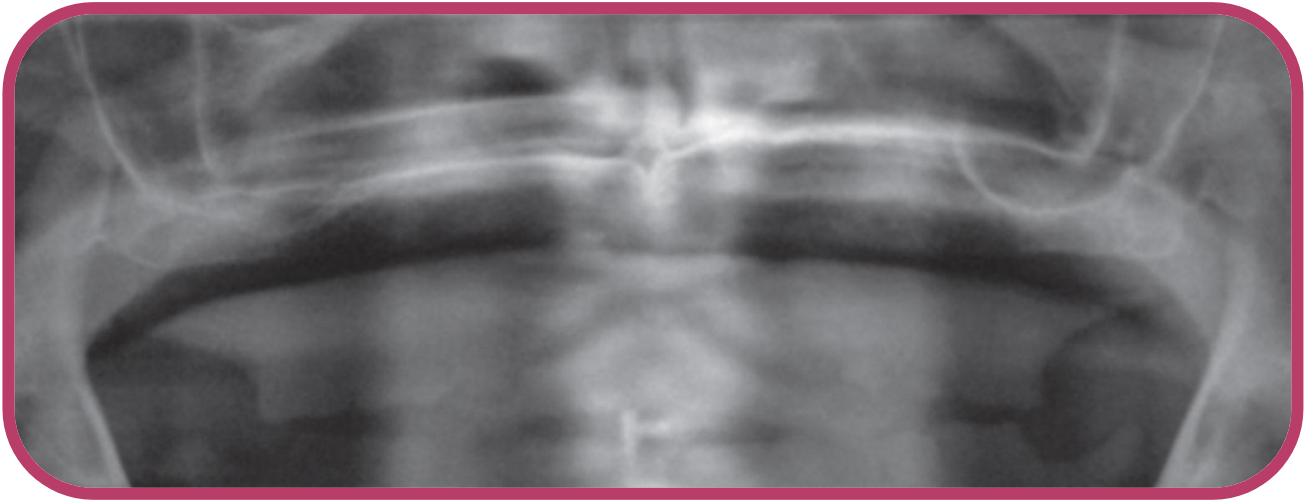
Exemplo de radiografia panorâmica de paciente com maxila atrófica
